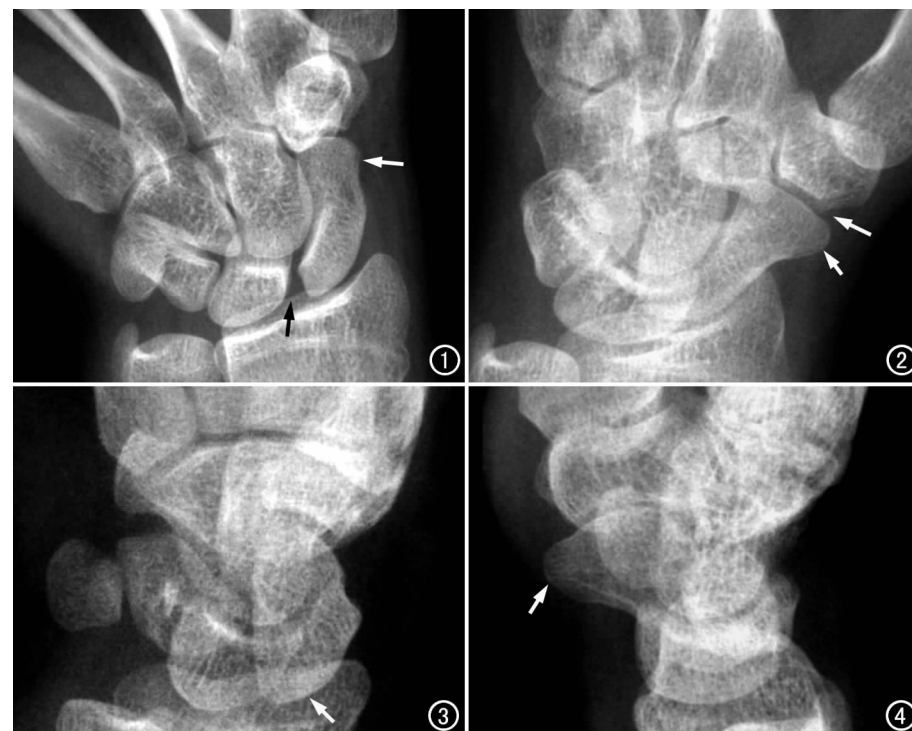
舟状骨尺偏握拳位 X 线平片清晰显示舟状骨远侧端(白箭)、腰部以及舟桡关节、舟月关节(黑箭)、舟骰关节。图 2 旋前 60°斜位片清晰显示舟状骨远侧端、舟大多角骨关节(长箭)、舟状骨结节(短箭)、舟状骨腰部。图 3 舟状骨旋后 45°斜位片可清晰显示舟状骨背侧骨皮质、背侧棘、背侧沟及舟状骨近侧端(箭)。图 4 舟状骨侧位片上清晰显示舟状骨结节(箭)、舟状骨远侧端和舟状骨近侧端。
